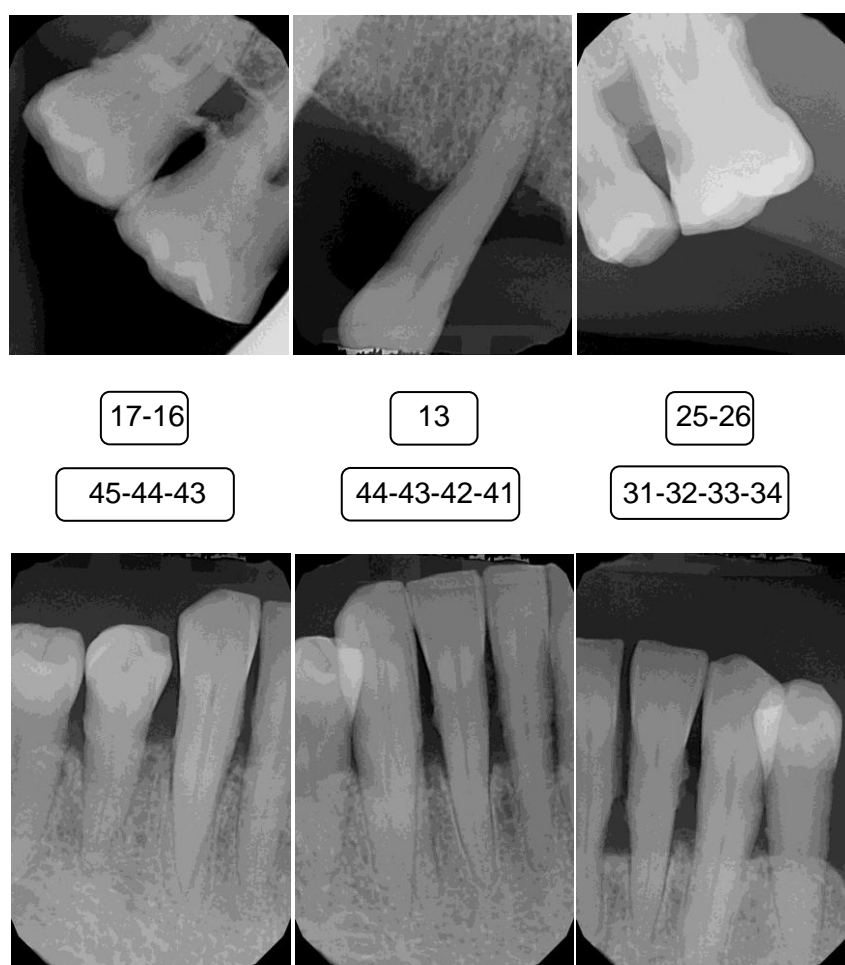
Serie periapical.
